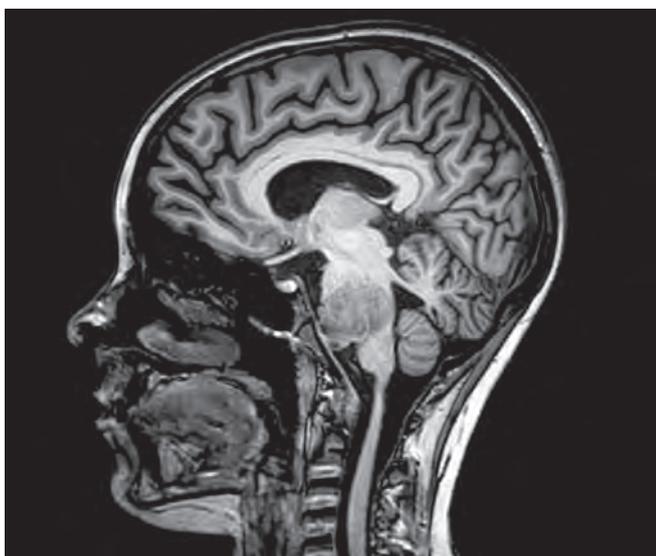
Случай № 1. МРТ головного мозга с контрастным усилением, T1W-взвешенное изображение. МР-картина диффузного опухолевого образования ствола (моста, верхней трети продолговатого мозга) с распространением в предмостовую цистерну и полуциркулярным охватом основной артерии; с наличием полости (распад?, некроз?) в передней части
